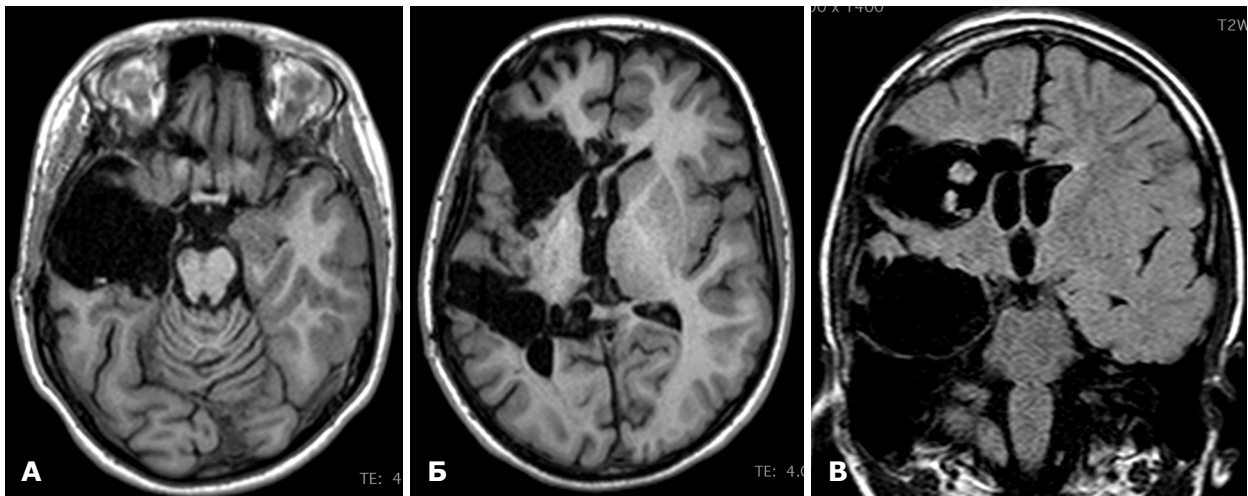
МРТ хворої Т. через 6 місяців після правобічної функціональної гемісферотомії: А – аксіальний зріз; Б – коронарний зріз
